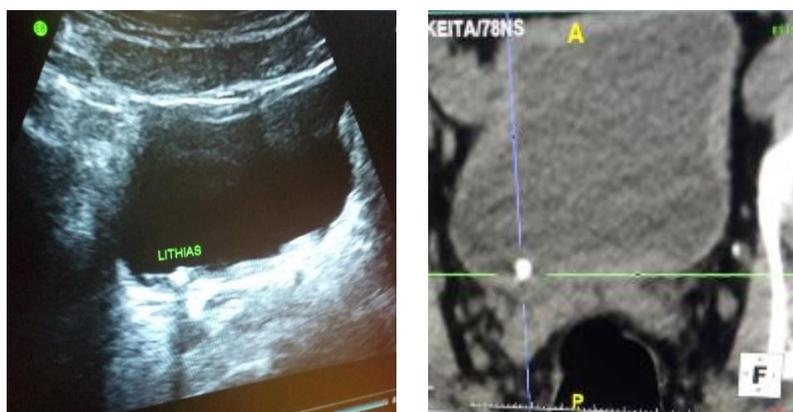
Image d'uroscanner montrant une lithiase vésicale en regard du méat urétral droit visible à l'échographie et à l'uroscanner sur le cliché avant injection de PDC. A noter une phlébolithe pelvienne gauche sur l'uroscanner
